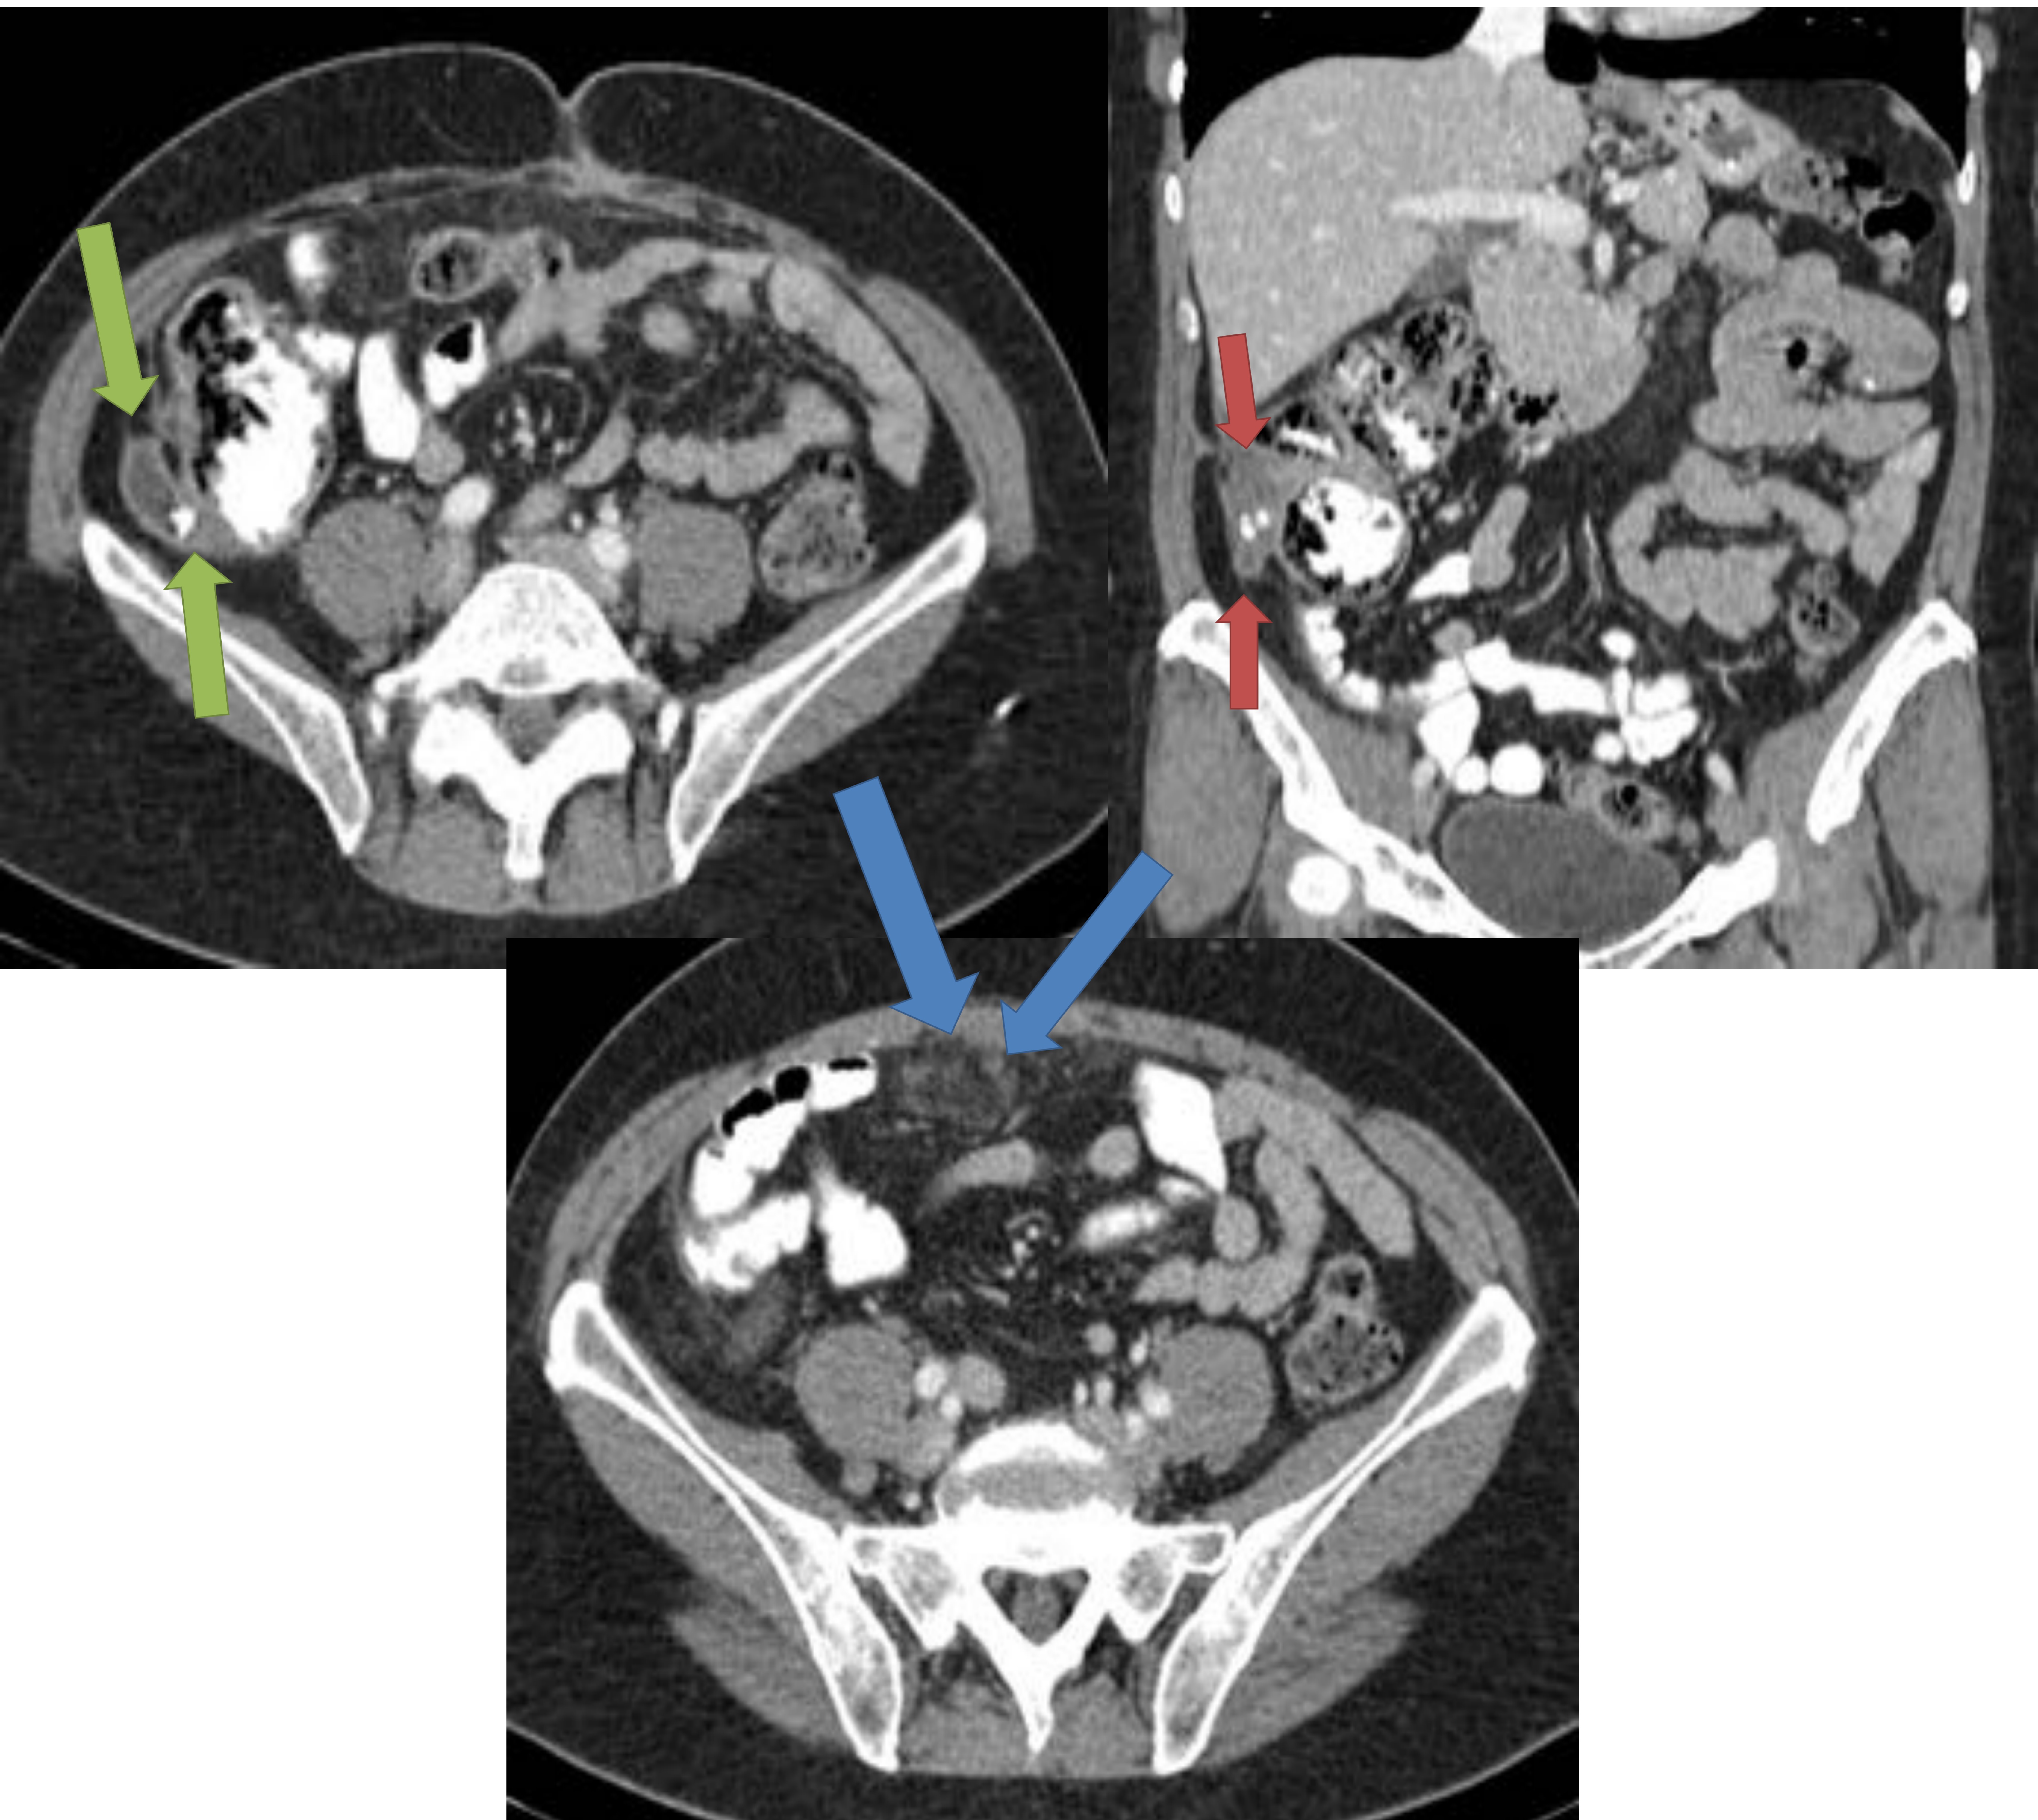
Misma paciente que en figuras 5 y 6. Al mes de la cirugía se realiza un TC de control, donde se identifica el apéndice cecal aumentado de calibre con apendicolito en la base (flecha verde), y colección heterogénea paracecal derecha con calcificaciones amorfas en su interior (flechas rojas), de menor tamaño que en el TC previo. Además, se observa un aumento de la densidad de la grasa abdominal de aspecto pseudonodular que no se observaba en el previo (flechas azules). Todo ello sugirió el diagnóstico de mucocele apendicular y pseudomixoma asociado. Puesto que en la primera cirugía no se resecó el apéndice, no se podía determinar anatomopatológicamente el diagnóstico de mucocele y pseudomixoma, pese a detectar material mucoide. La paciente fue sometida en un segundo tiempo a cirugía citorreductora con HIPEC, obteniéndose el diagnóstico de neoplasia mucinosa apendicular de bajo grado con material mucoide acelular extraapendicular (pseudomixoma peritoneal).
